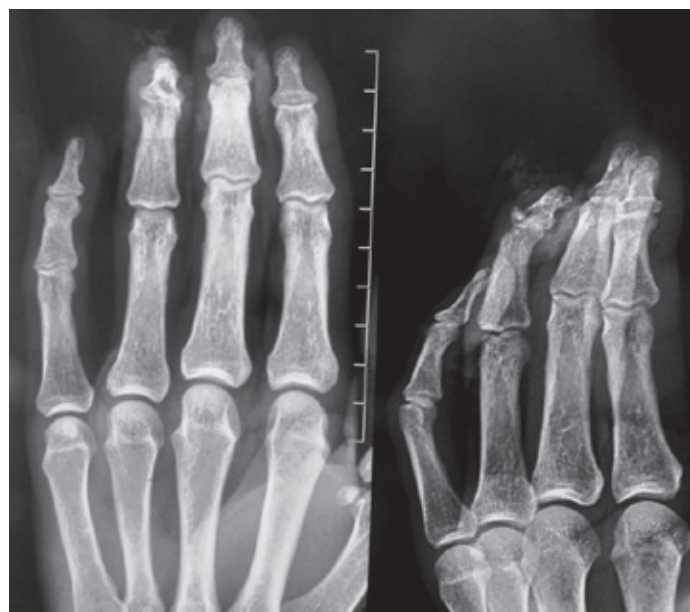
Рентгенограммы пациента И. при поступлении
